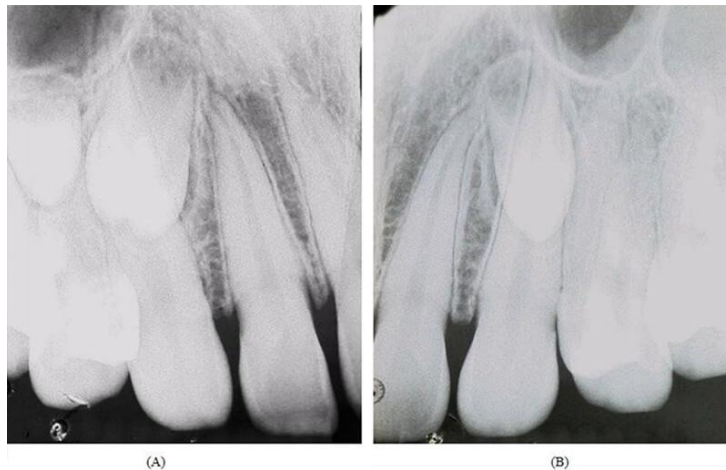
Radiografía dentoalveolar del maxilar mostrando localización de tres dientes supernumerarios *en los cuadrantes (A) derecho y (B) izquierdo.* (20)
